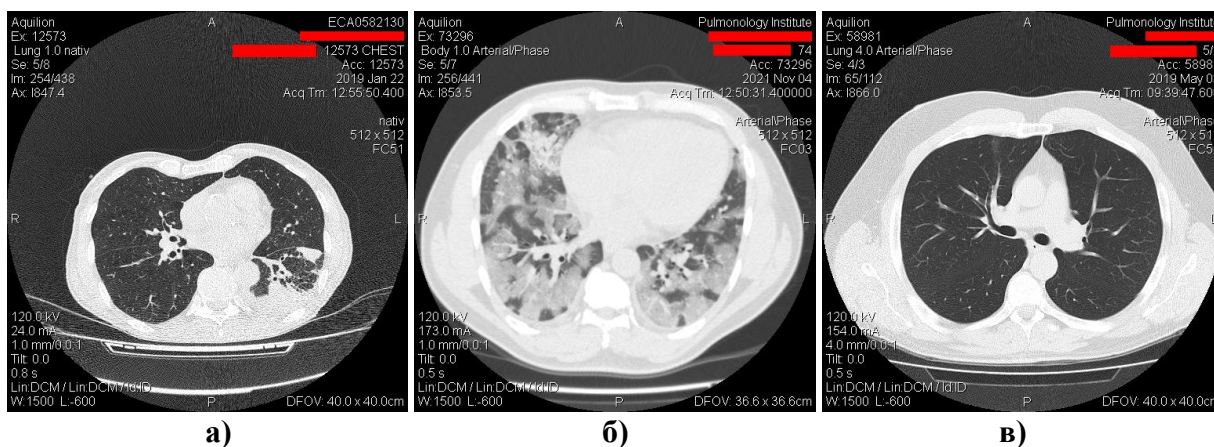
Приклади наданих КТ легень: а) з пневмонією; б) з COVID-19; в) у нормальному стані
